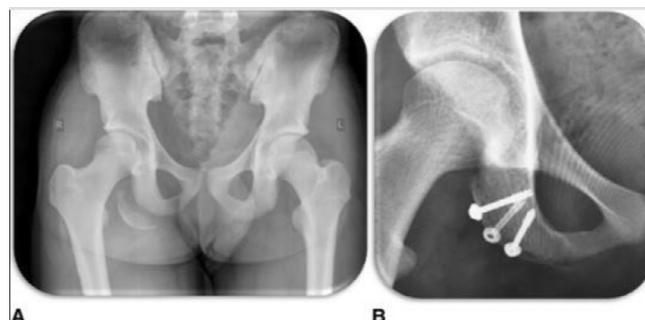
Radiografía que muestra: A: Fractura por avulsión ósea de la tuberosidad isquiática derecha. B: Estado de la radiografía después de la reducción abierta aguda y la fijación interna de la fractura por avulsión. Fuente: (33).
